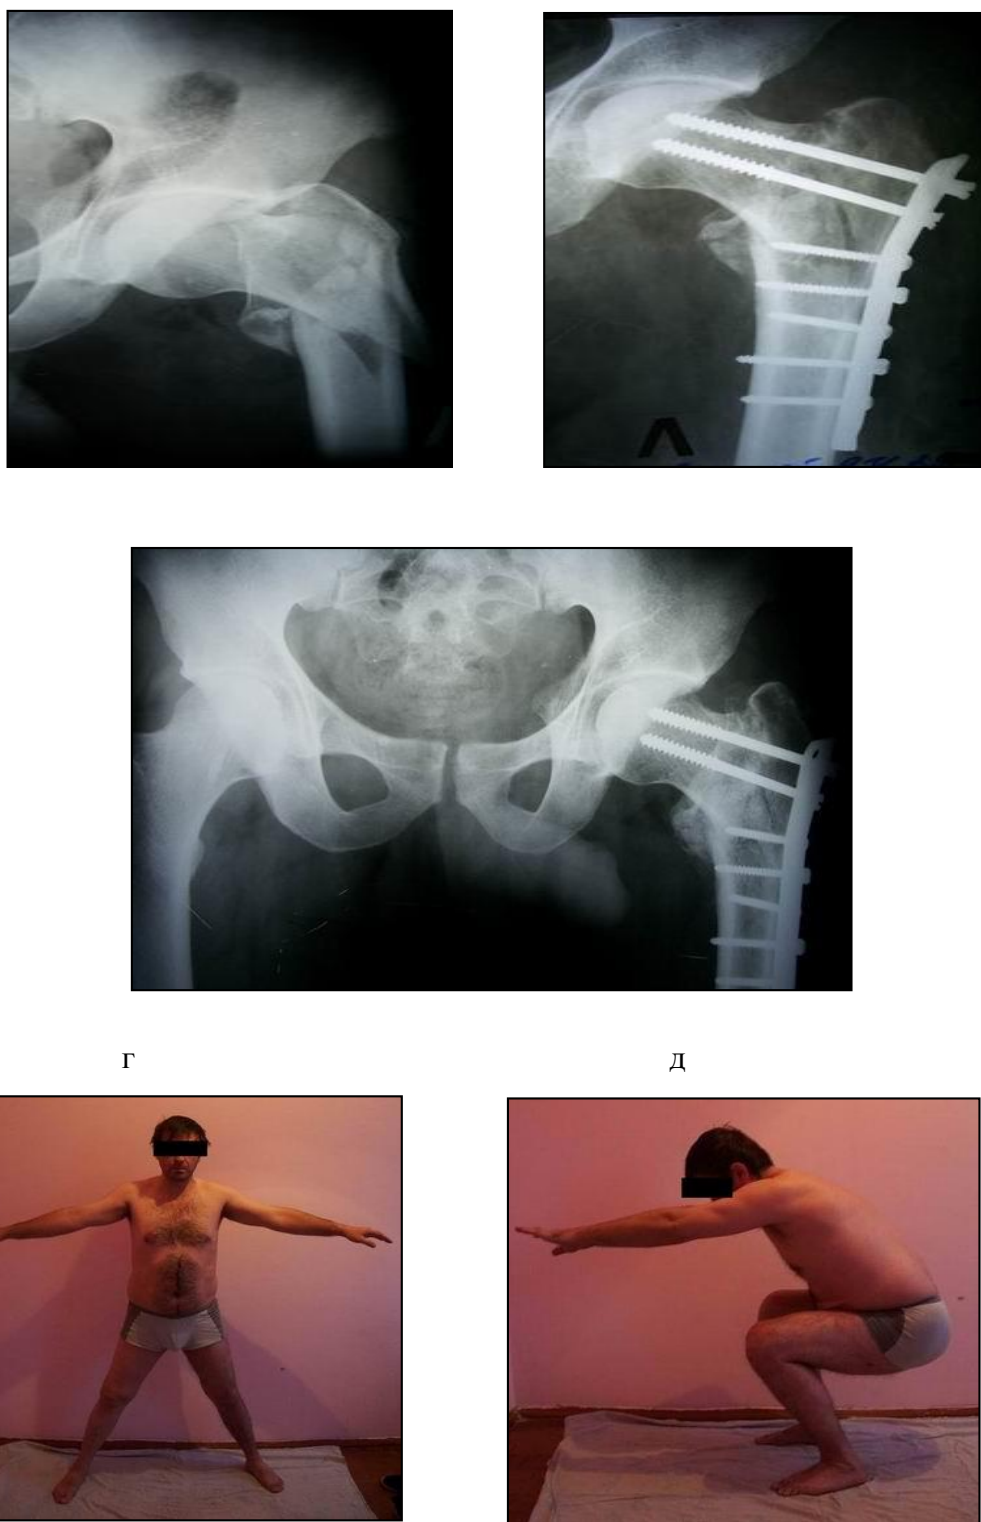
Больной Б. Рентгенограммы при поступлении (а); после операции (б) и через 5 месяцев после операции (в); функция тазобедренного и коленного суставов через 5 месяцев после операции (г,д).
